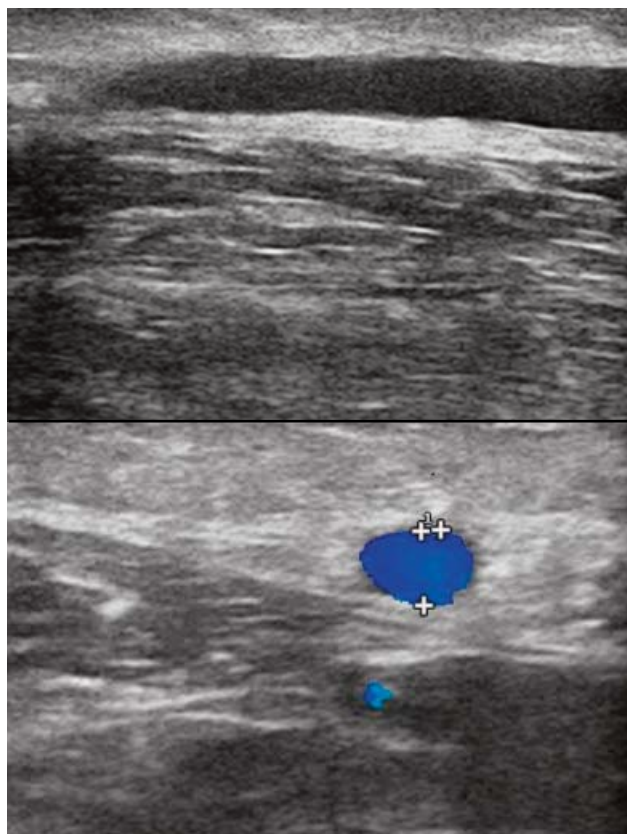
Ecografía de una FAVI. Plano longitudinal (arriba) y transversal (abajo).
